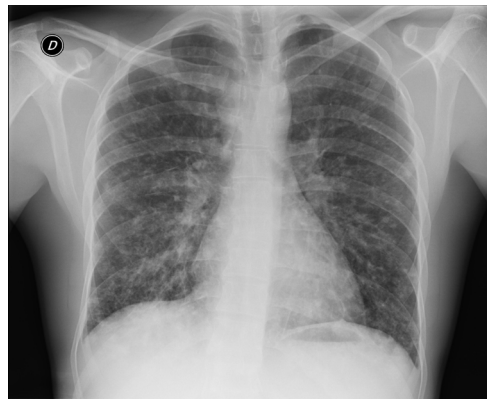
Radiografía torácica al ingreso del caso 2.
